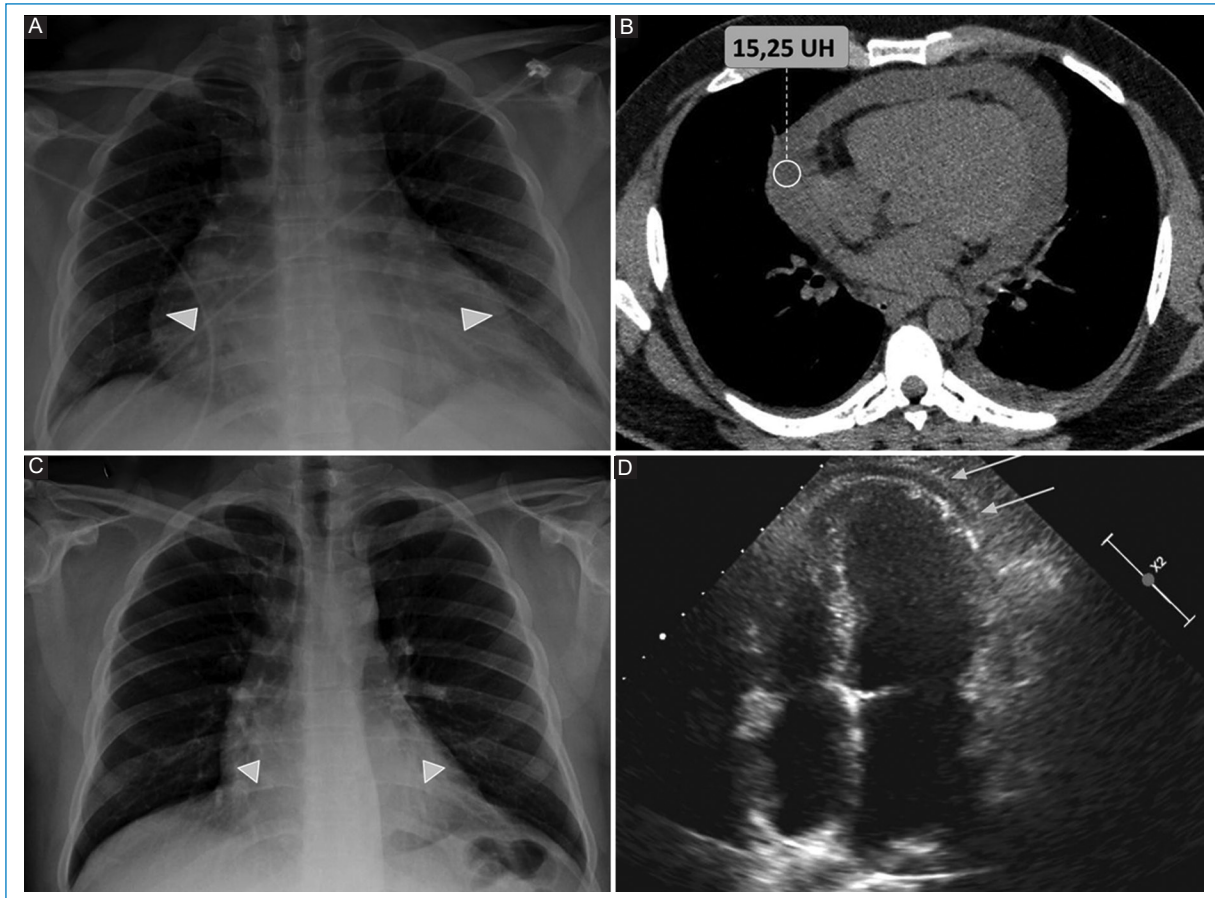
Pericardio-miocarditis. Paciente de sexo masculino de 49 años con diagnóstico reciente de infarto agudo de miocardio con requerimiento de tratamiento fibrinolítico. A: en la radiografía (Rx) de tórax frontal se observa aumento de la silueta cardíaca (cabezas de flecha grises). B: tomografía computarizada multicorte en ventana de partes blandas corte axial donde se evidencia DP moderado de tipo trasudado (de densidad 15,25 UH), interpretado como cuadro de miopericarditis. C y D: Rx y ecocardiograma transtorácico control a la semana, donde se observa restitución de la silueta cardíaca (cabezas de flecha grises en C) y DP residual (flechas grises en D), como signos de evolución favorable.
